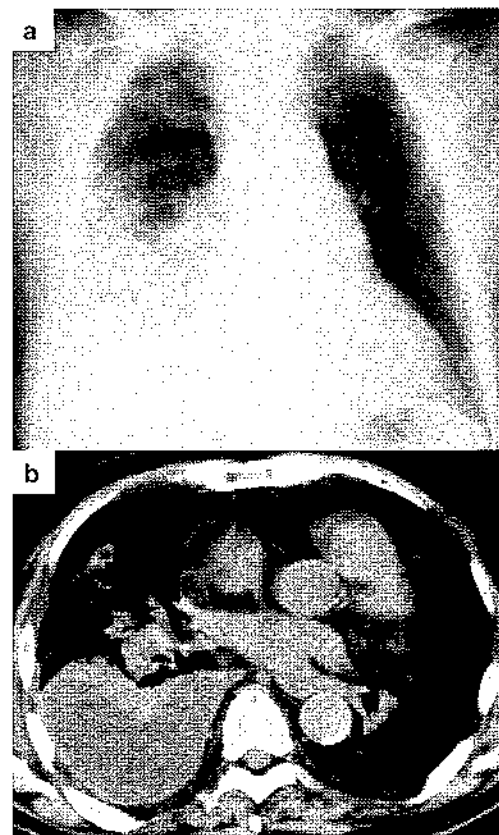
胸部単純X線(a)および胸部単純CT (b)
